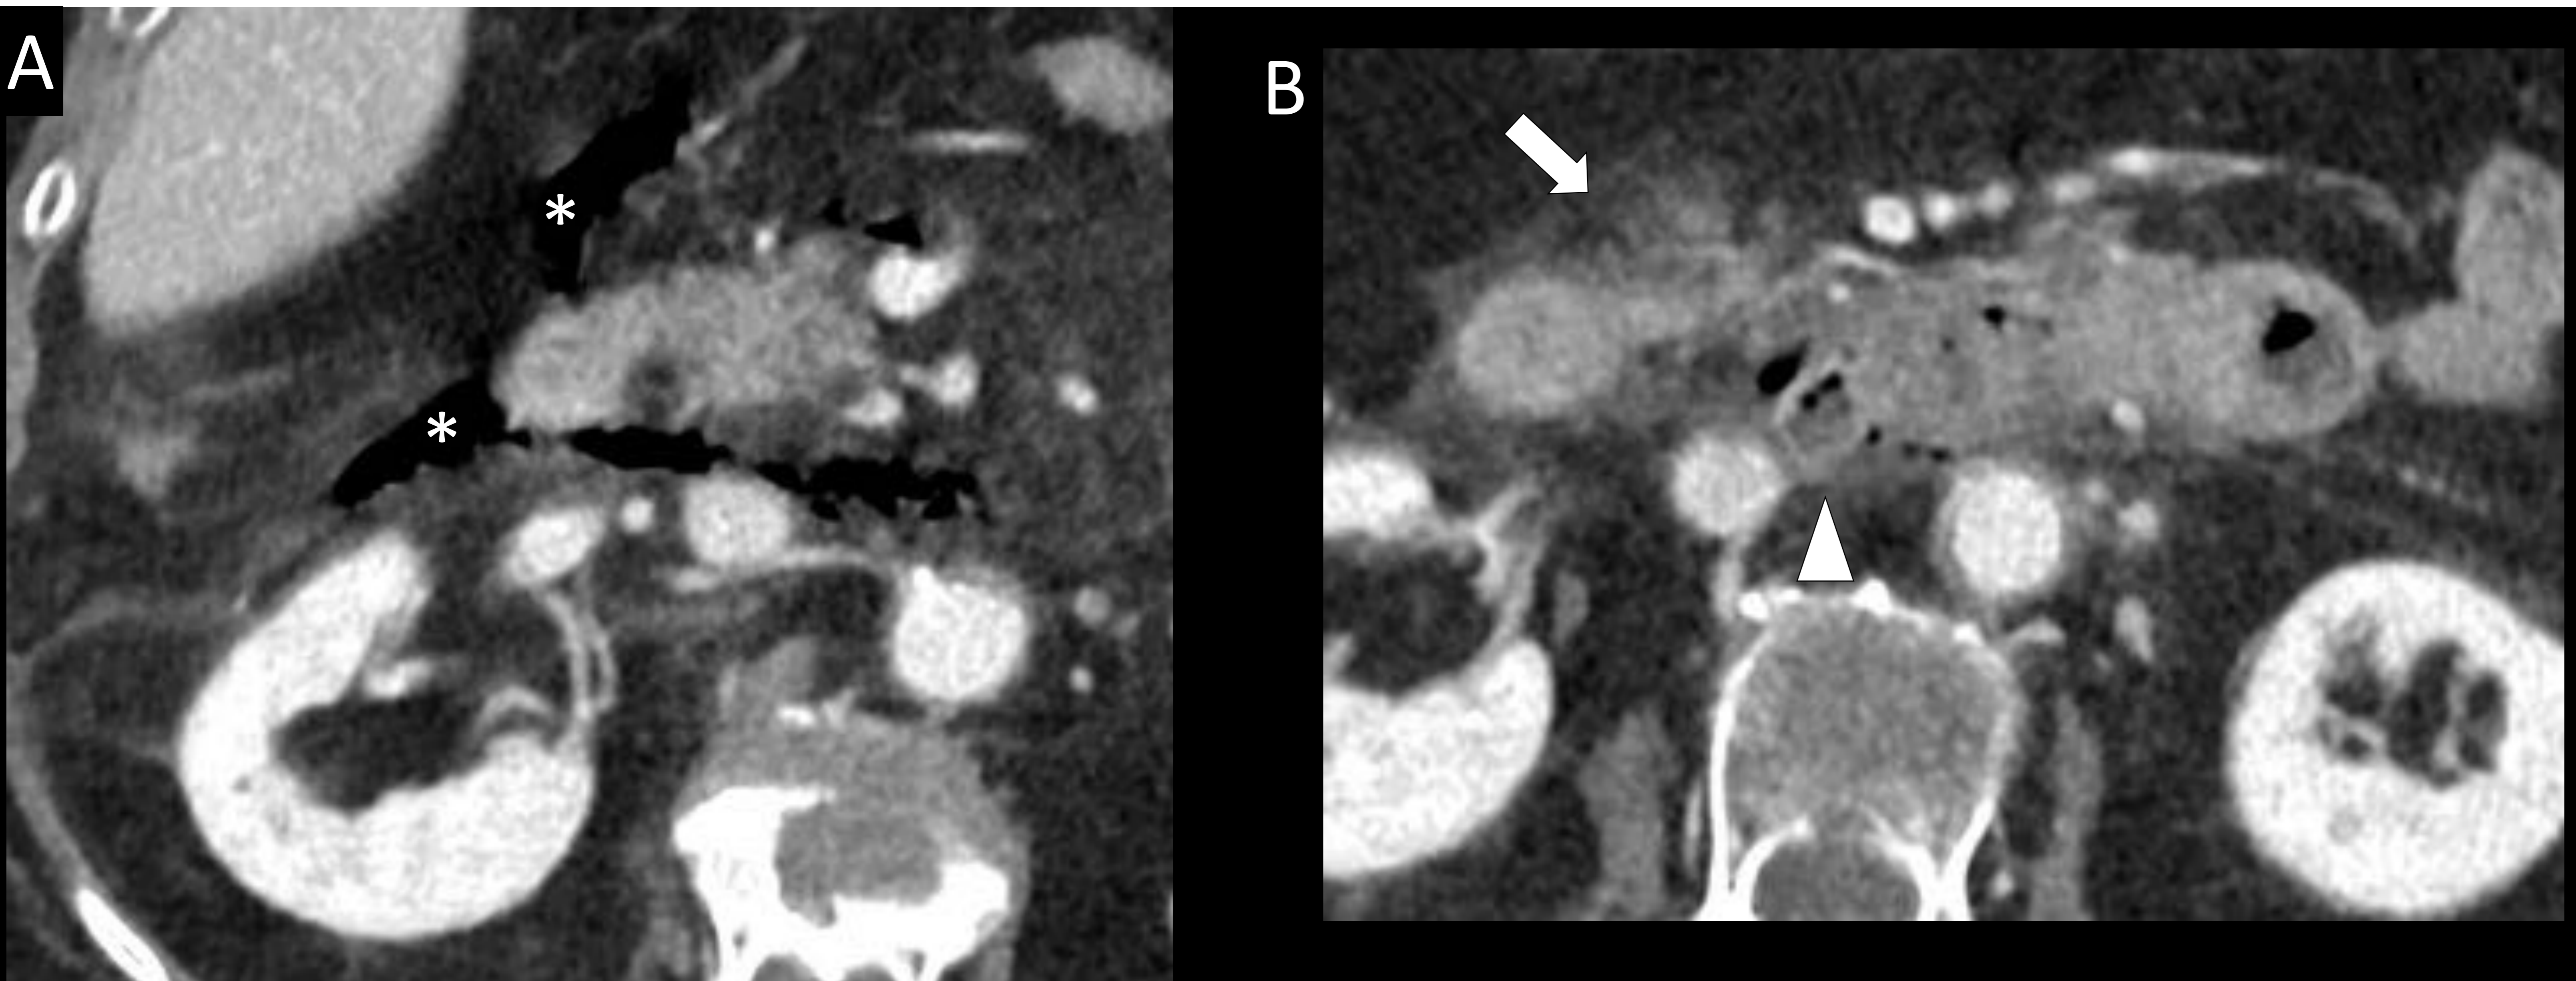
Varón de 79 años con dolor epigástrico súbito. Imágenes de TC abdominal (A y B). Se aprecia neumoperitoneo y neumoretroperitoneo en el plano retromesentérico (asteriscos) en relación con una formación diverticular en el margen posterior de la rodilla duodenal (punta de flecha) con cambios inflamatorios de vecindad (flecha) en relación con diverticulitis duodenal perforada.
